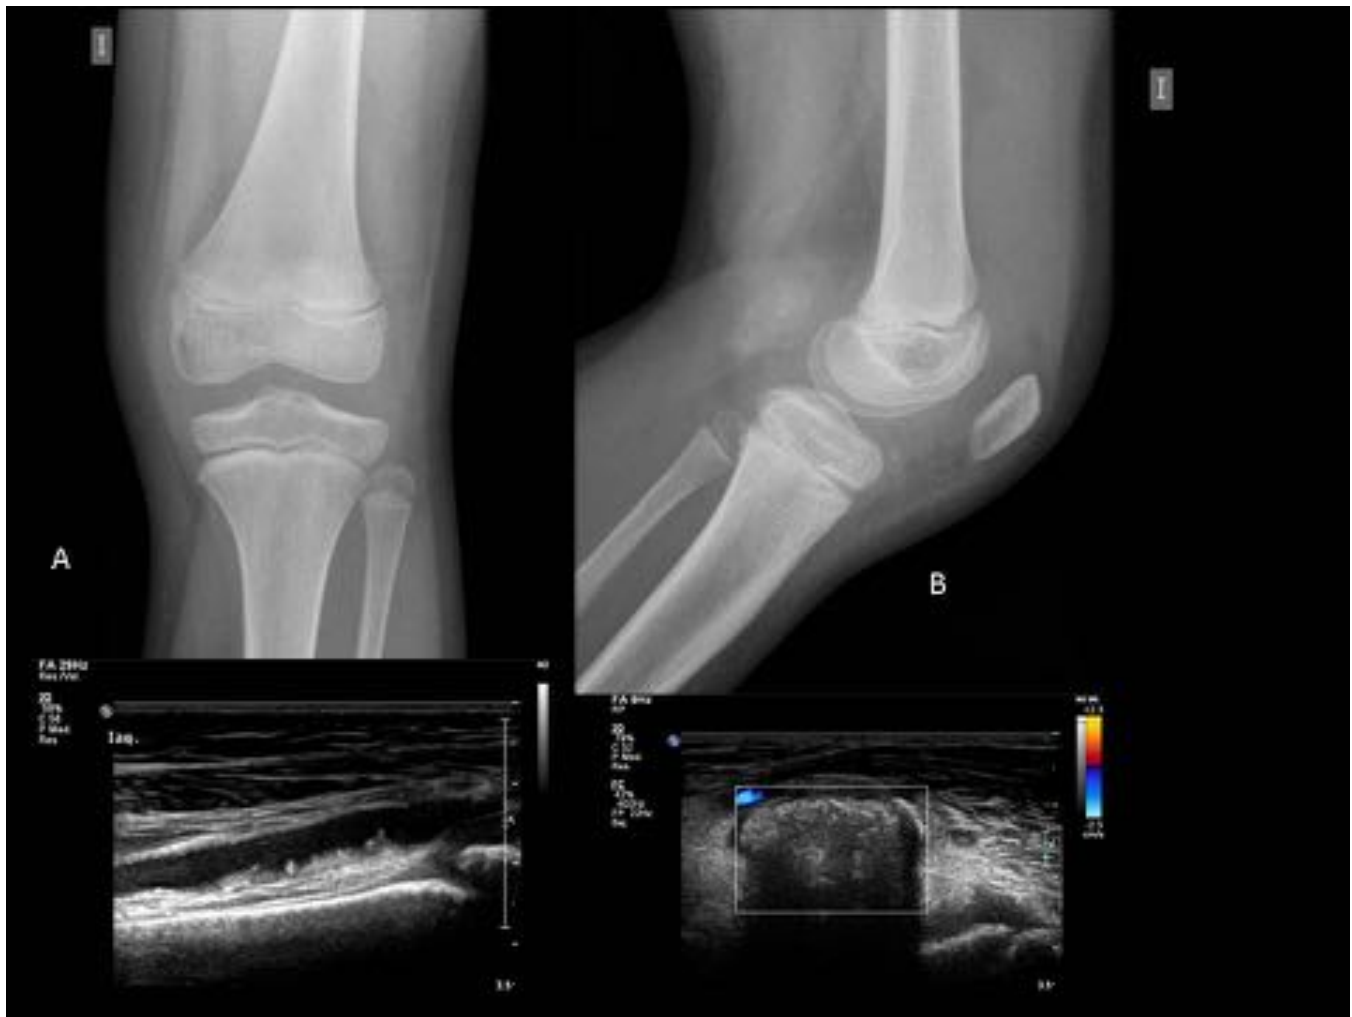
11 años. Tumefacción de rodilla izquierda de predominio matutino. A) RX de rodilla izda AP y Lateral: masa calcificada proyectada sobre el hueso poplíteo. B) cortes sagitales de ecografía en receso suprapatelar (izquierda) que muestra derrame e hipertrofia de la sinovial, y en hueso poplíteo (derecha) masa calcificada con sombra acústica posterior no vascularizada.
